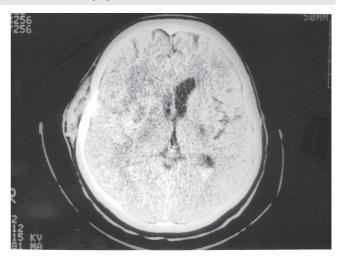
Prikazan je CT možganov poškodovanca s kortikalno hemoragično udarnino a) pred in b) po operativnem posegu.
